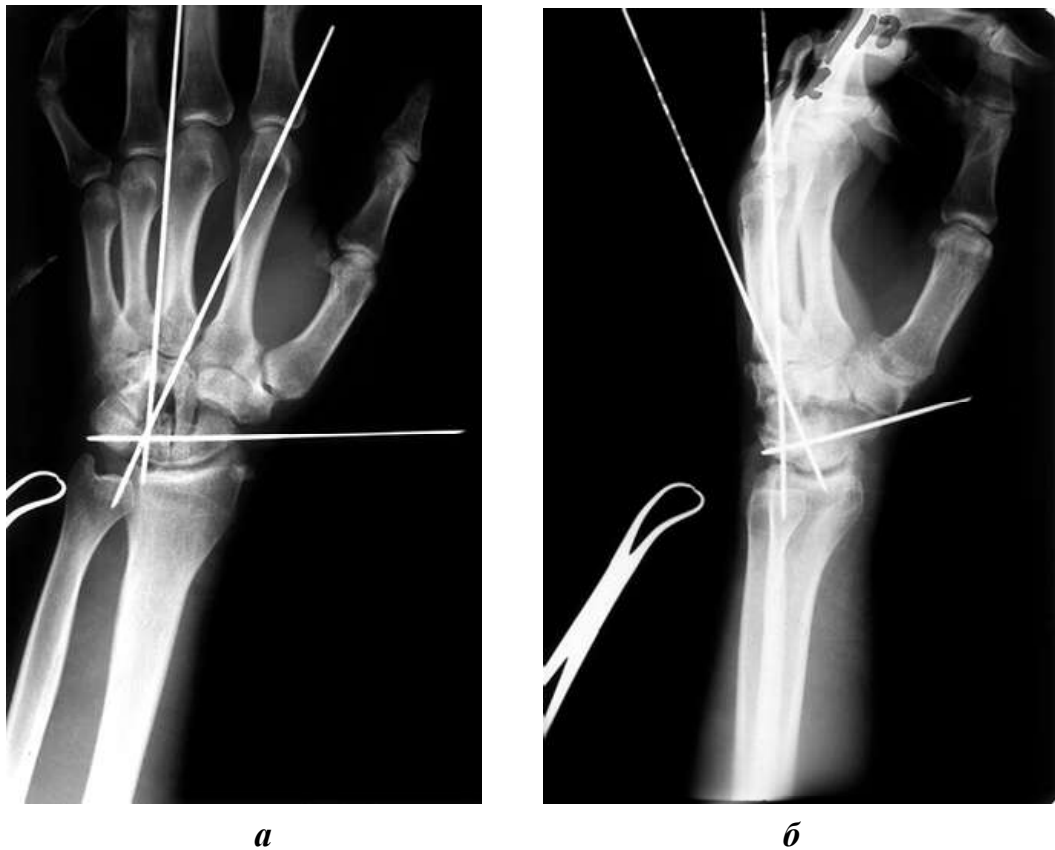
Рентгенограммы запястья пациента С. после удаления полулунной кости, фигурной Г-образной остеотомии и костно-пластического удлинения головчатой кости запястья: а — прямая проекция; б — боковая проекция
